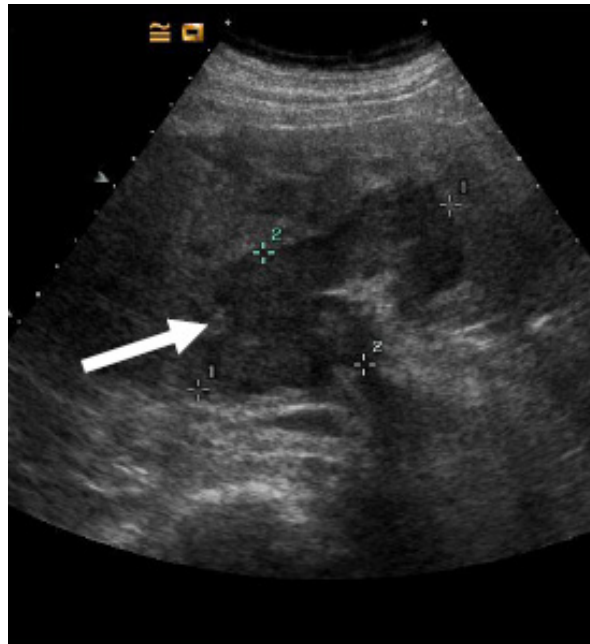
CCC: Grey-scale-Sonographie: Hypoechoogene Läsion (Pfeil)
